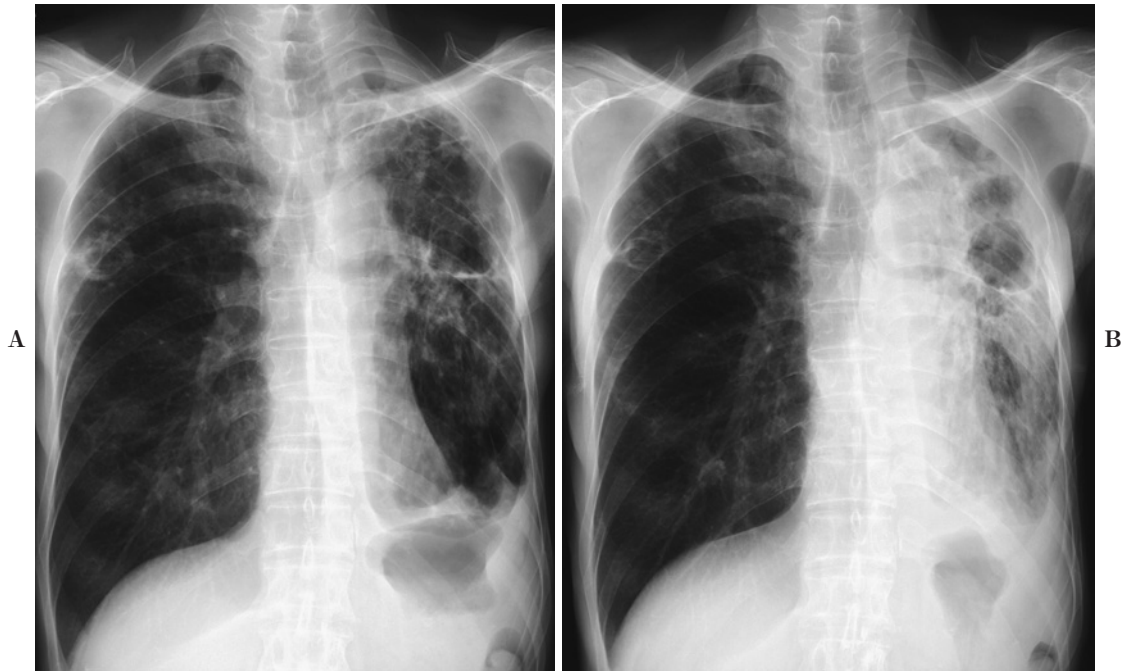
A case of pulmonary non-tuberculous mycobacteriosis. (A) A plain X-ray film taken 3 years after resection of the left lower lobe because of lung cancer (adenocarcinoma) showing infiltrative shadows mainly in the operated side lung which was diagnosed to be *Mycobacterium avium* complex (MAC) disease. (B) A plain X-ray film taken 5 years after resection of the left upper lobe showing large cavitary lesion with pleural thickening, thus indicating a diagnosis of pulmonary aspergillosis. Although anti-fungal treatment was administered, the radiographic findings did not improve.
